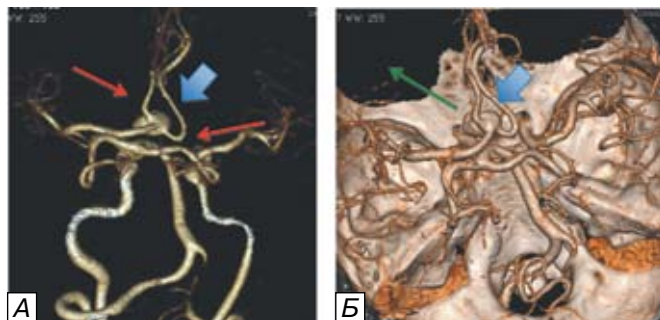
КТ-ангиограммы пациентки А., 60 лет. Мешотчатая аневризма передней мозговой-передней соединительной артерии слева (короткая стрелка). На 3D-реконструкции с субтракцией костных структур (А) видно, что обе А2-ветви ПМА отходят от пришеечной части аневризмы (тонкие красные стрелки) на фоне аплазии А1-сегмента правой ПМА. Таким образом, можно сделать вывод о том, что аневризма заполняется слева. На 3D-реконструкции с костными структурами (Б) видно, что купол аневризмы развернут влево (направление указано зеленой стрелкой), что обуславливает выбор стороны доступа.
